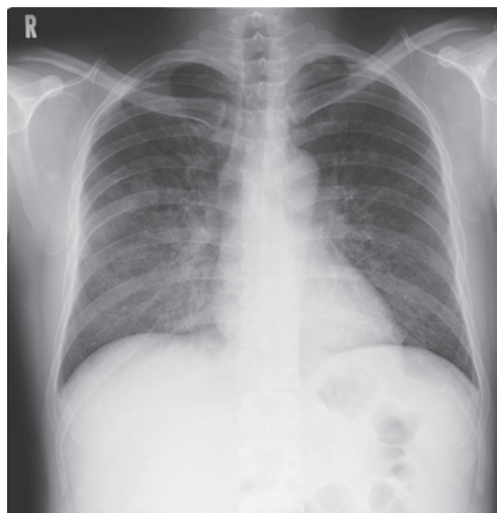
Chest X-ray film on admission shows pulmonary infiltration in bilateral lung fields.
